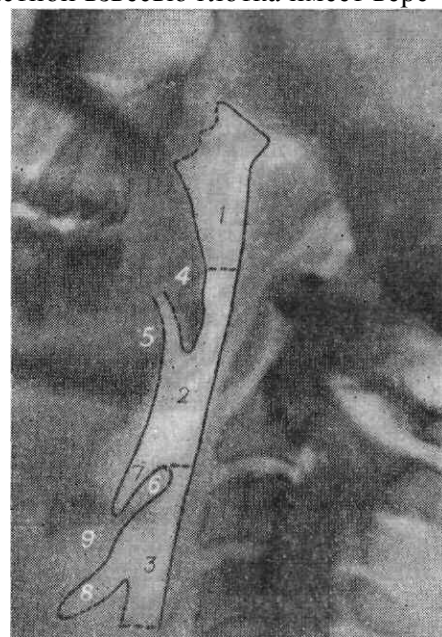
Обзорная рентгенограмма глотки в боковой проекции.
